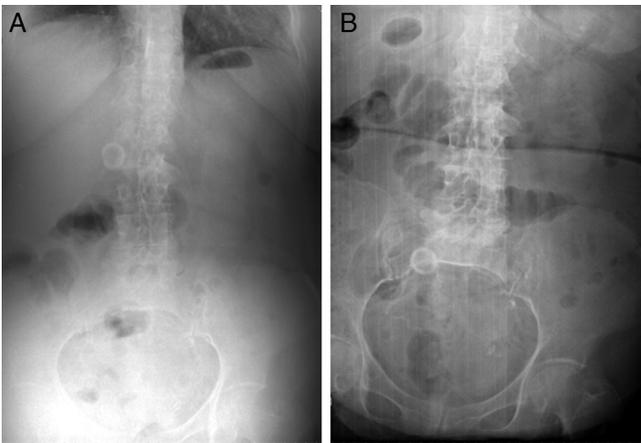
A) Radiografía de abdomen que muestra a nivel de cuadrante superior derecho imagen de litiasis vesicular. B) Radiografía de abdomen que muestra a nivel de cuadrante inferior derecho imagen de litiasis vesicular, en la misma paciente, un año después, en el momento de acudir a Urgencias con el cuadro de íleo biliar (nótese el cambio de posición del cálculo).
